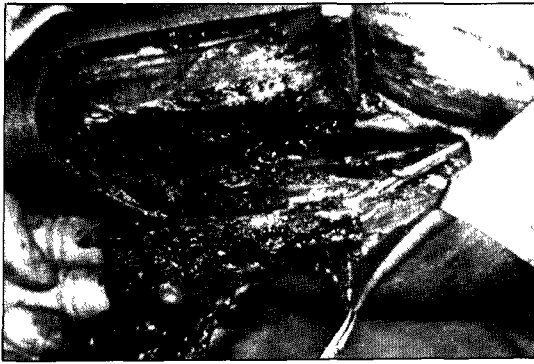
61세 남자 환자로서, 5년전에 후두부에 발생한 암중에 대해 시행받은 방사선 치료로 인해 발생된 하악골의 방사선 골괴사증 (osteoradionecrosis)으로 내원하였으며, 우측 우각부는 절제후 원광 골은행에 저장된 표면 탈회 동종 늑골로 재건하였으며, 좌측 우각부는 비골 피판으로 재건하였다.
